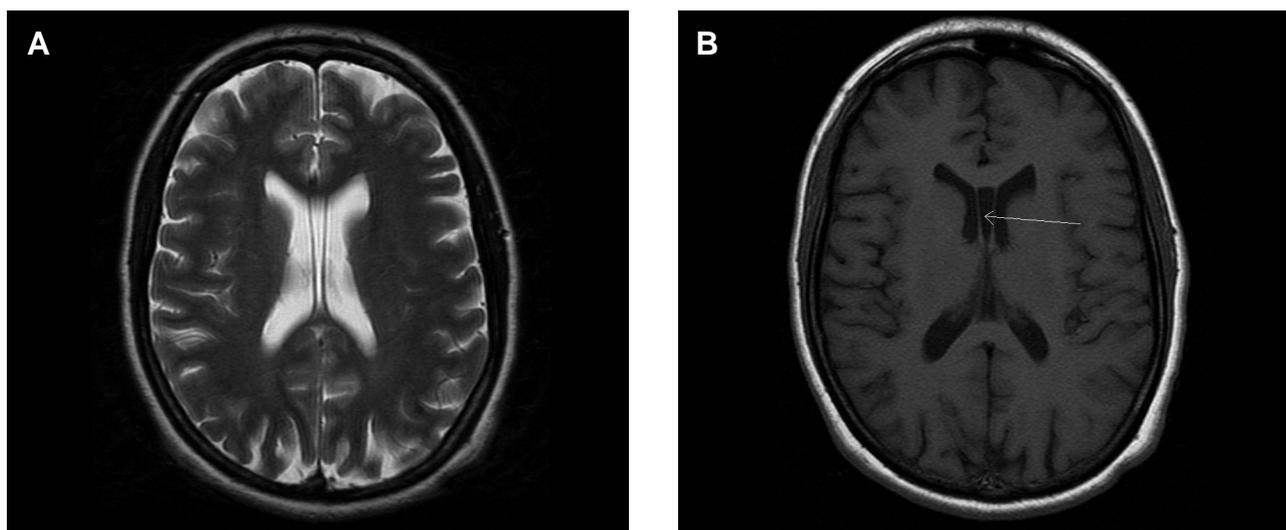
Imágenes de cortes axiales de resonancia magnética potenciadas en T2 (izquierda) y T1 (derecha). Obsérvese el cavum septum pellucidum (CSP) (flecha blanca en la imagen de la derecha). Para considerarse CSP de gran tamaño se necesita observarlo en cortes equivalentes a 6 mm o más, dependiendo de la distancia intercorte de la prueba.
